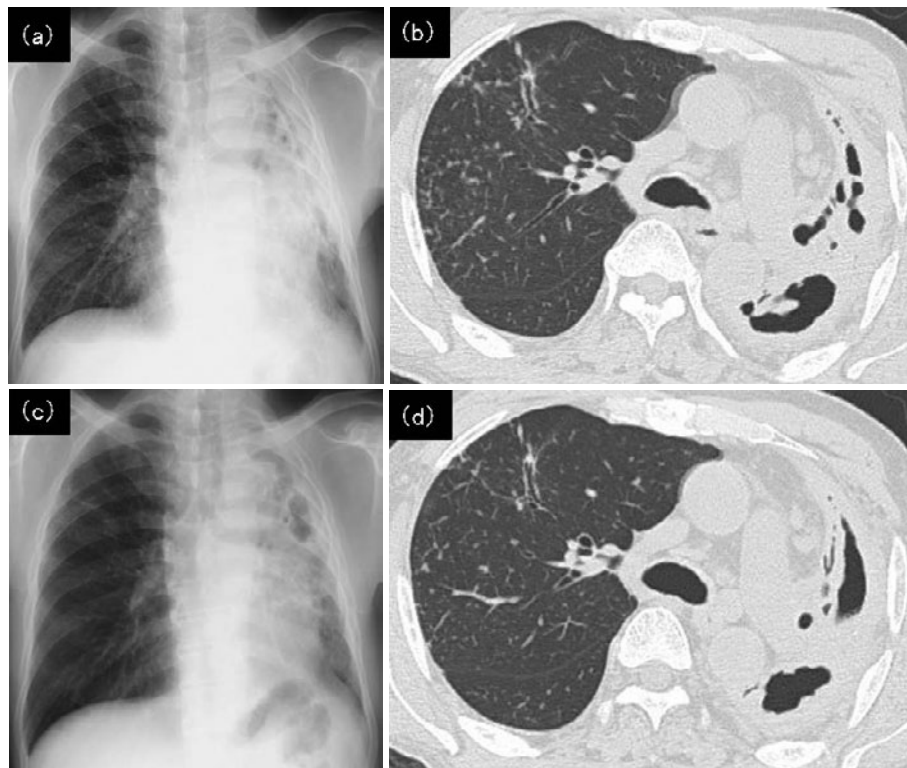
(a) Chest radiography on diagnosis. (b) Chest computed tomography (CT) on diagnosis showing the cavity with a fungus ball in the left upper lobe, infiltration around the cavity, and granular infiltration in the right upper lobe. (c) Chest radiography after completing treatment. (d) CT after completing treatment showing improvement of those findings.
